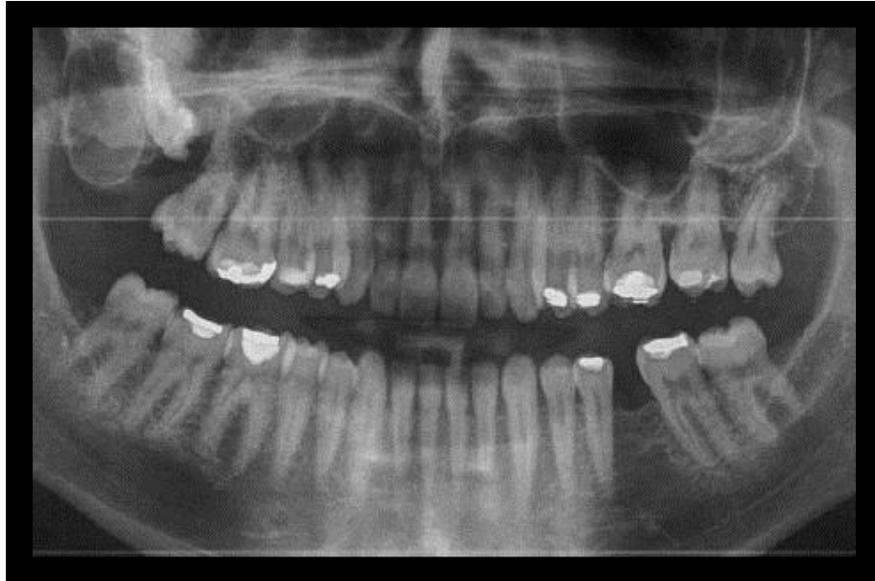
Ortopantomografía, OD.18 desplazado a seno maxilar.
